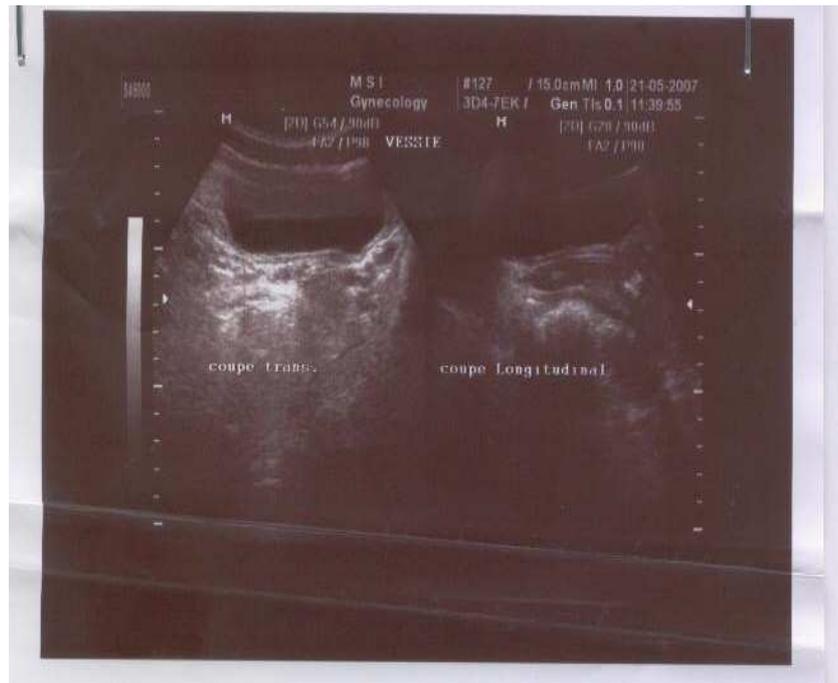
image échographique d'une rate accessoire
